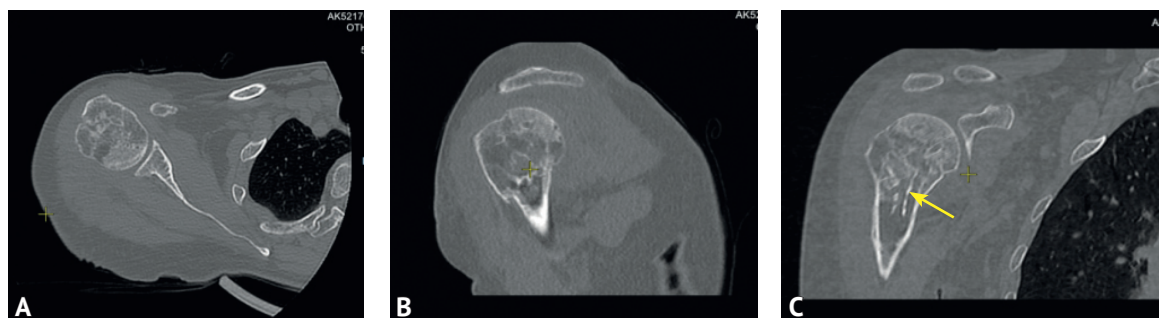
Мультиспиральная компьютерная томография правого плечевого сустава после удаления пластины. А — аксиальный срез; В — реформация в сагиттальной плоскости; С — реформация во фронтальной плоскости (стрелкой обозначен остаток кортикального слоя трансплантата)
